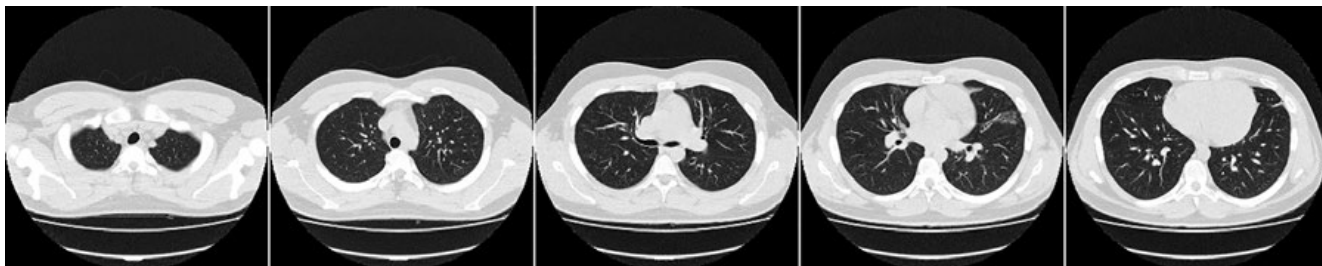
КТ ОГК от 30.08.17.
